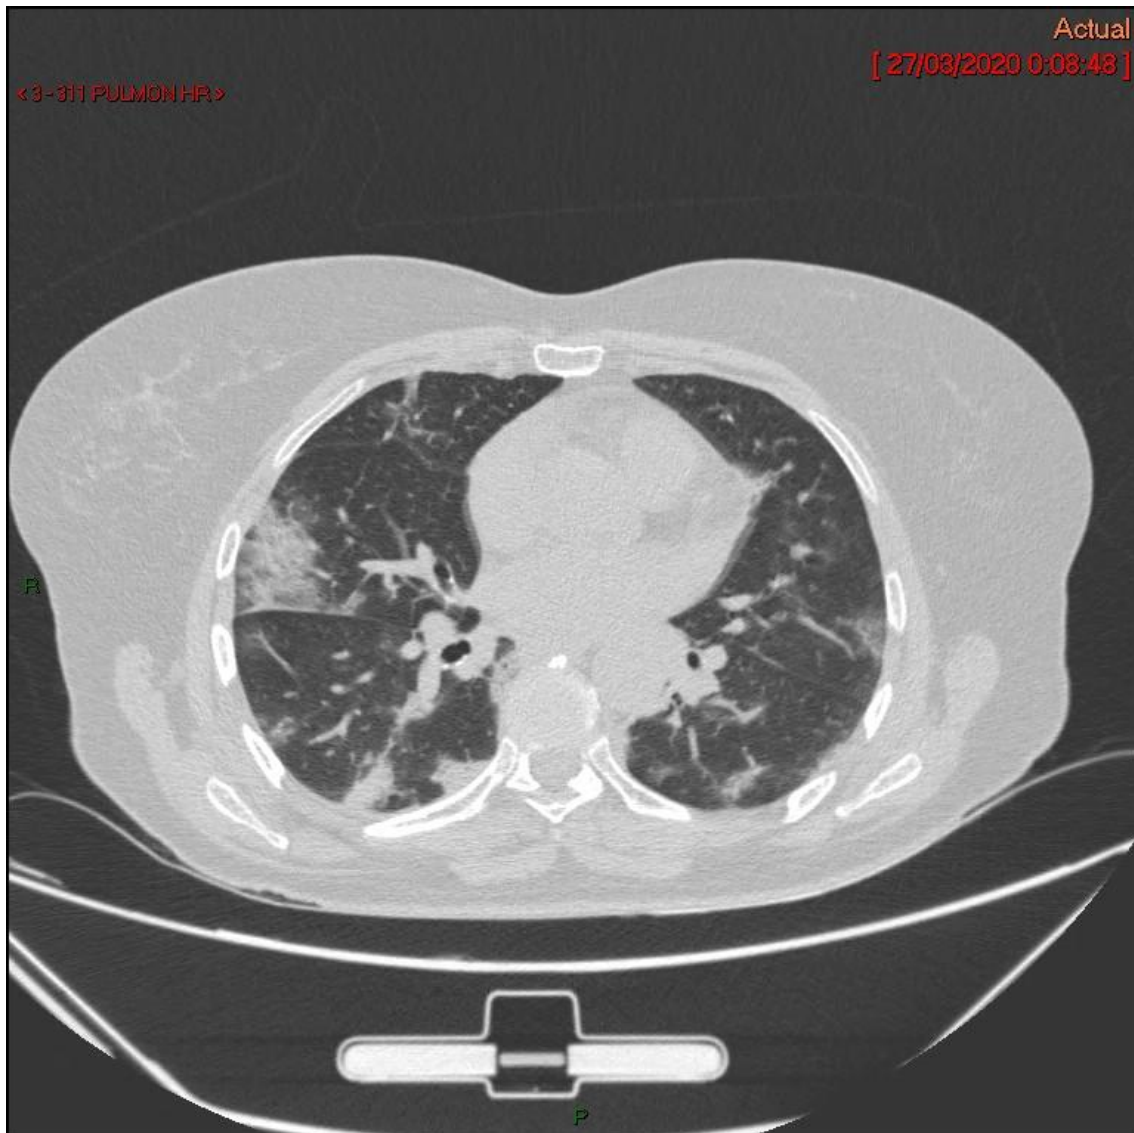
Hallazgos típicos en la TC: Infiltrados en vidrio deslustrado y alveolares periféricos y de predominio basal
